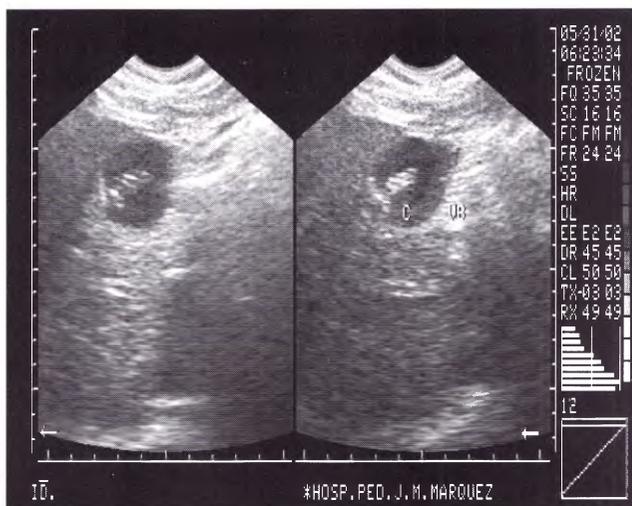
Caso 3. Ecografía control al mes de operada. Comprobamos catéter distal en el interior de la vesícula biliar en pleno funcionamiento.
